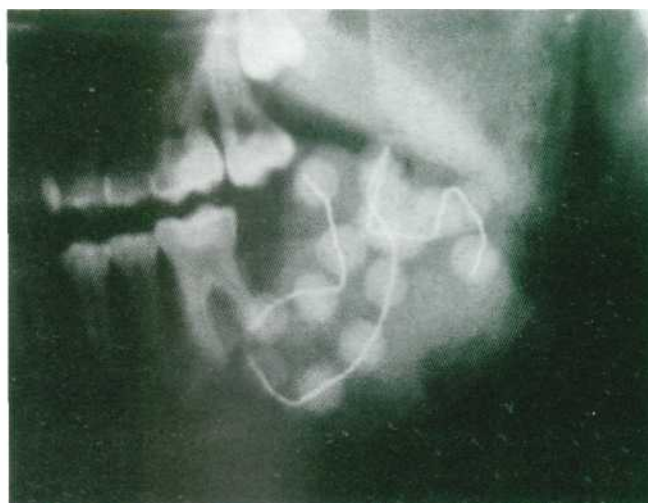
Tratamiento intralesional con bolas de antibióticos (detalle de la ortopantomografía).
